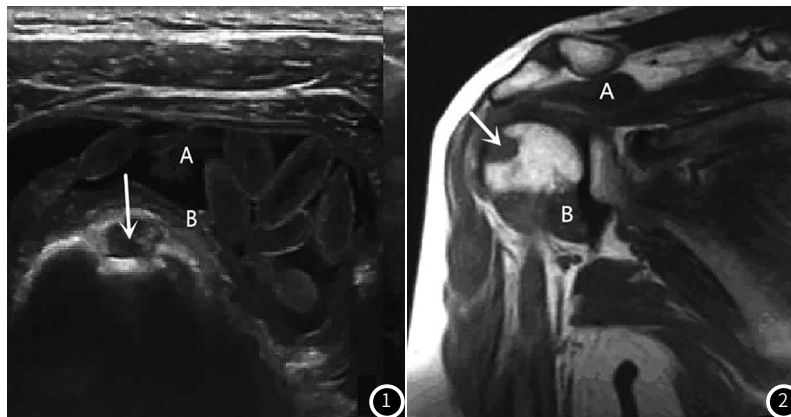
患者右肩关节超声声像图。肱二头肌长头肌腱切面，可见米状体形成(A)和滑膜增生(B)，图中箭头处表示肌腱周围积液。图2 患者右肩关节MRI图像。冠状位SE-T₁WI图像，可见关节积液(A)和滑膜增生(B)，图中箭头处表示关节下囊变。
